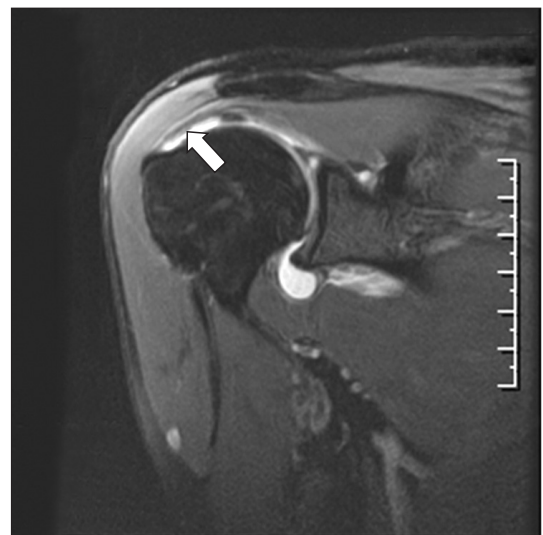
Oblique coronal T2-weighted image of magnetic resonance arthrography showing a partial thickness tear of the right supraspinatus in the articular side (arrow).
